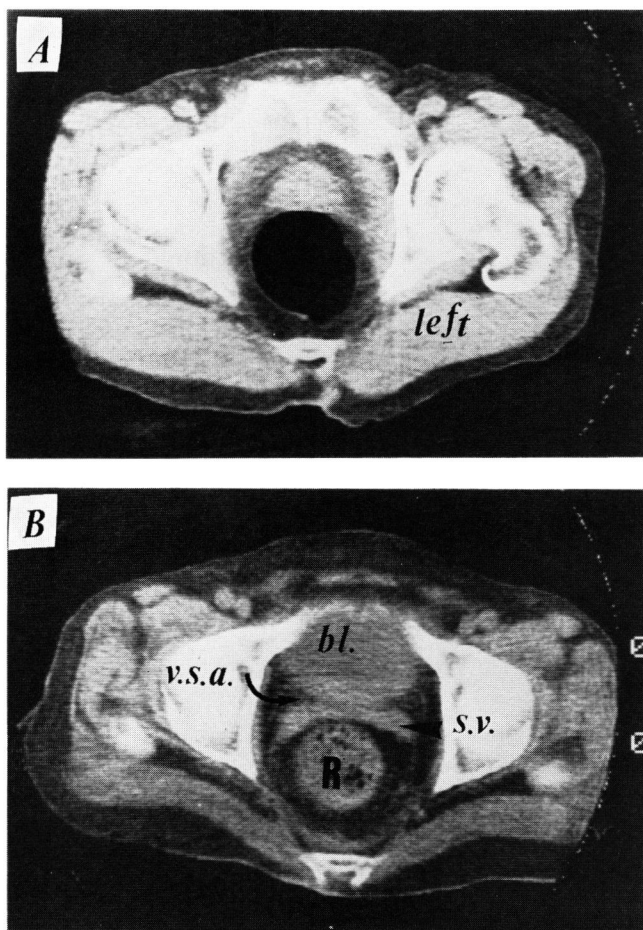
A, 正常前立腺の CT-scan. B, 正常膀胱, 精のう腺の CT-scan. bl, 膀胱. sv, 精のう腺. vsa, vesico-seminal angle. R, 直腸.
